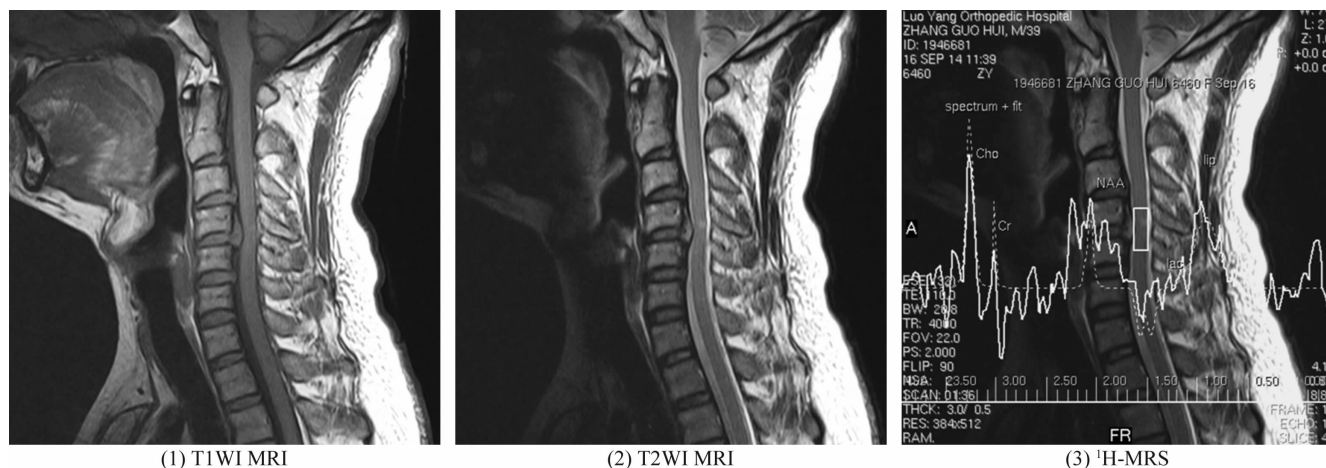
颈髓不完全损伤患者 MRI 和¹H-MRS
